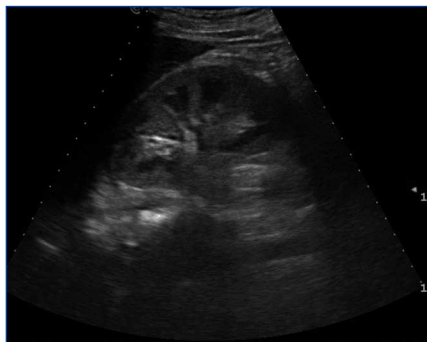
Riñón derecho. Ecografía renal al ingreso.
